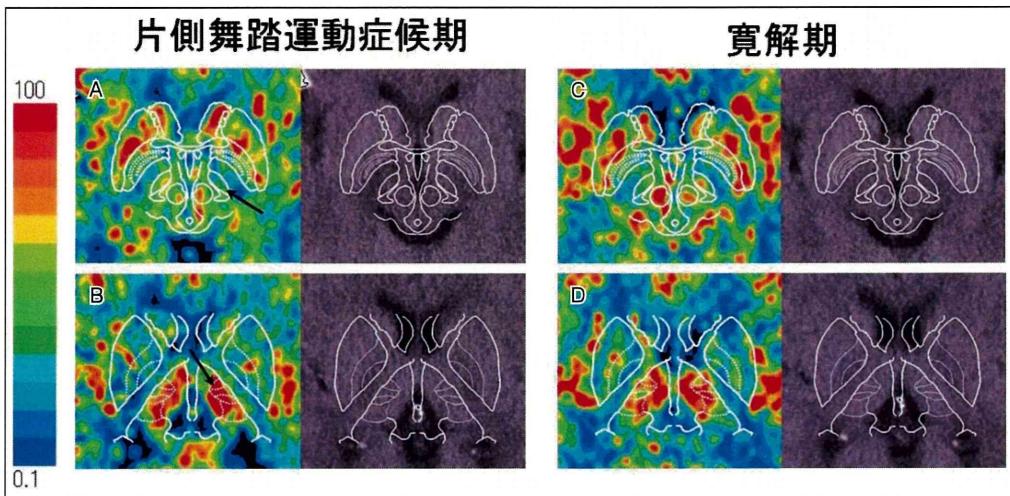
片頭痛前兆発作に随伴した右側舞踏運動症例のXe-CT所見（文献48より改変）
